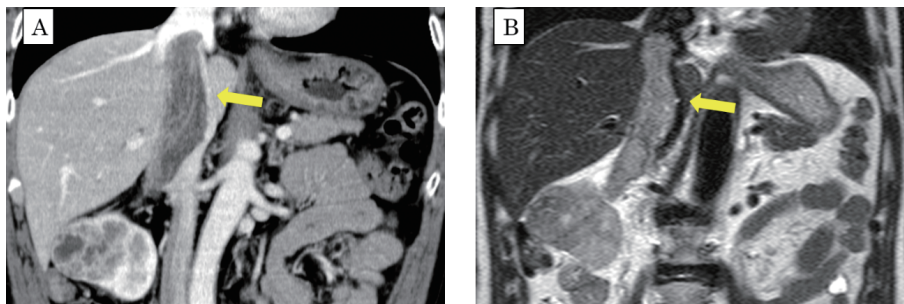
MRI shows mild enlargement of the inferior vena cava tumor embolus, indicated by the yellow arrow. After treatment with axitinib (A) and pazopanib (B).
